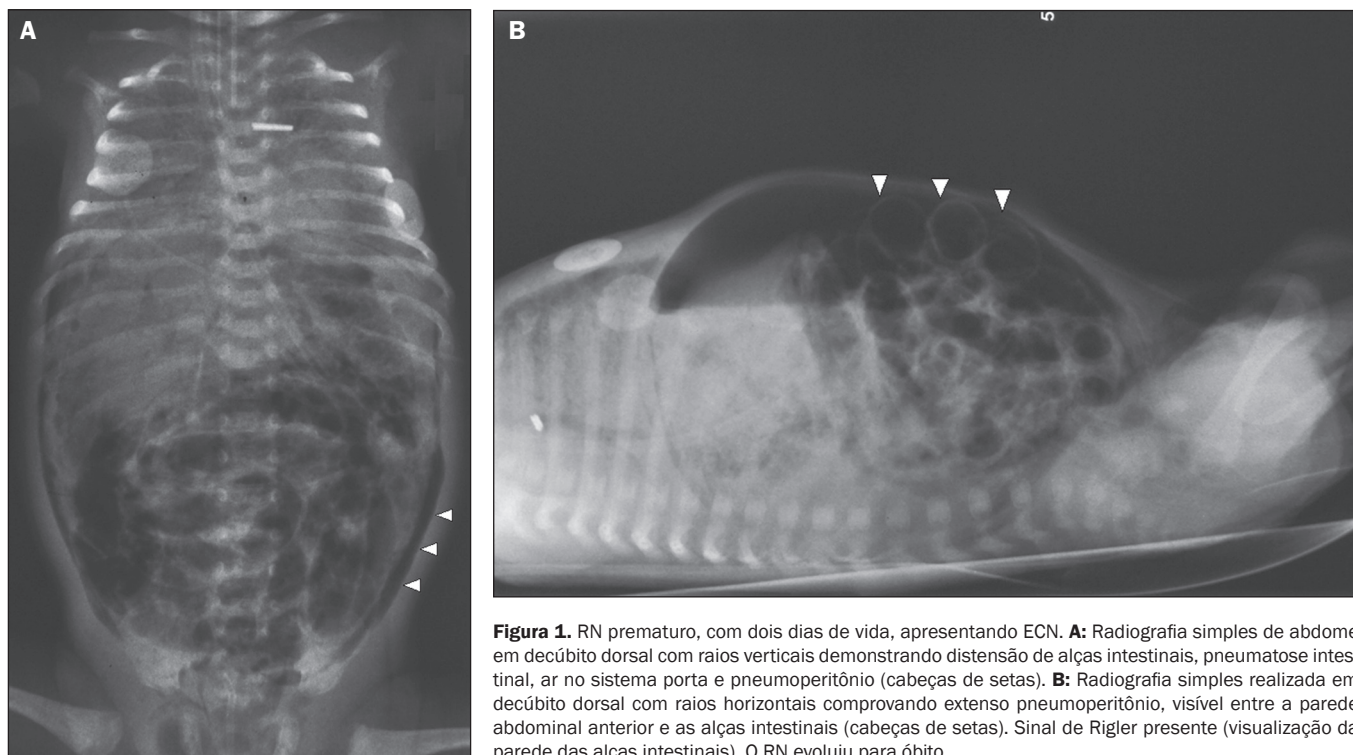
RN prematuro, com dois dias de vida, apresentando ECN. A: Radiografia simples de abdome em decúbito dorsal com raios verticais demonstrando distensão de alças intestinais, pneumatose intestinal, ar no sistema porta e pneumoperitônio (cabeças de setas). B: Radiografia simples realizada em decúbito dorsal com raios horizontais comprovando extenso pneumoperitônio, visível entre a parede abdominal anterior e as alças intestinais (cabeças de setas). Sinal de Rigler presente (visualização da parede das alças intestinais). O RN evoluiu para óbito.
